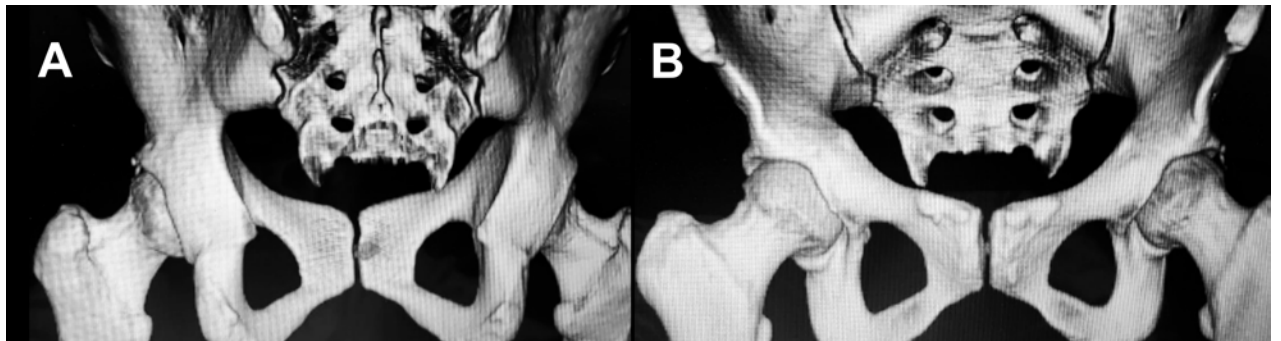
A) Imagen de TC3D donde se observa pequeño defecto de la caja acetabular posterior. B) Imagen de TC3D donde se observa fractura de Pipkin I cadera izquierda consolidada.
